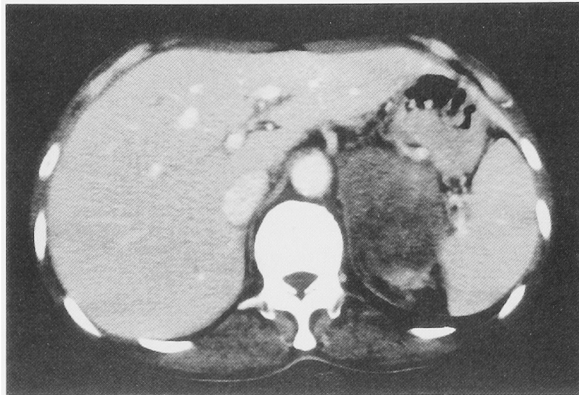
CT scan revealed para-aortic lymphadenopathy 5 cm in size.
